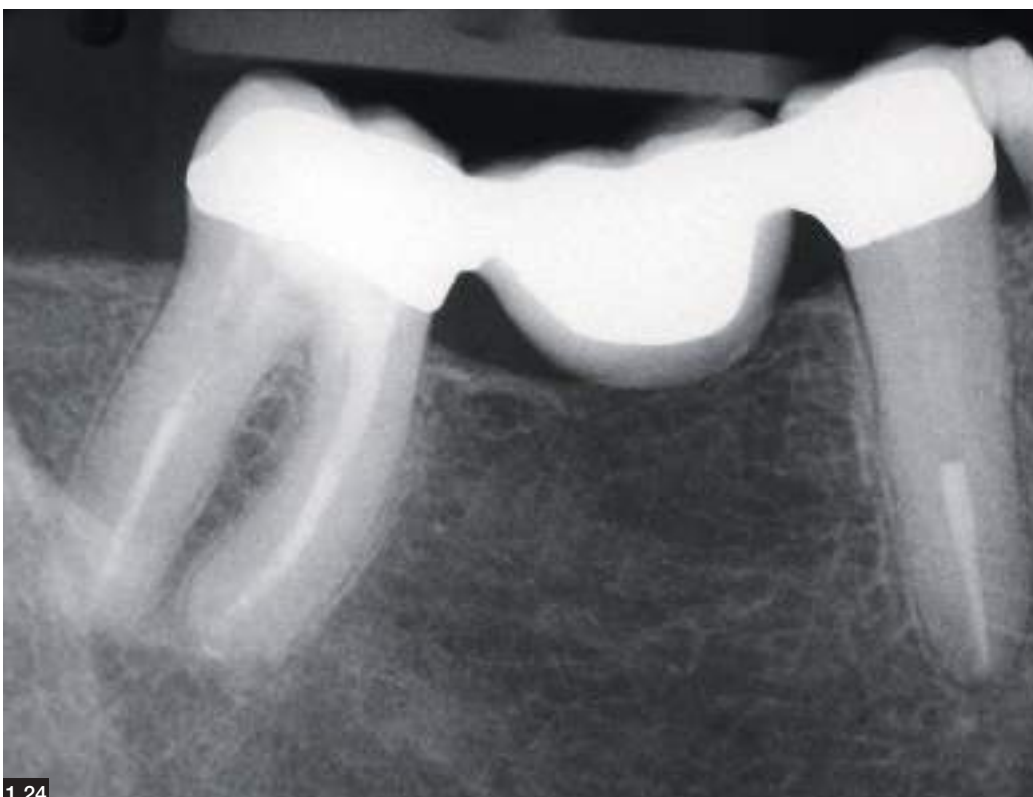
Il medesimo manufatto protesico analizzato radiograficamente a 10 anni.
